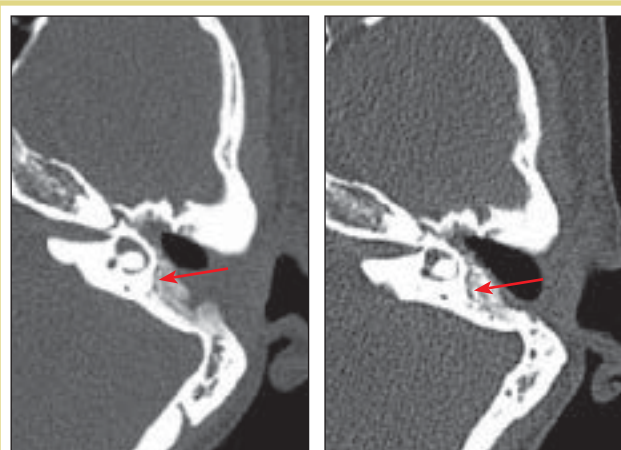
КТ височных костей в аксиальной проекции через 1 (слева) и 2 (справа) года после мастоидопластики
